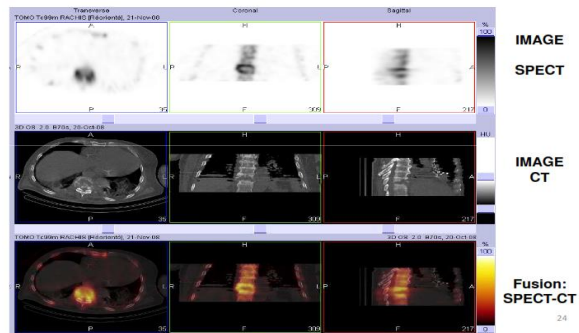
Images de SPECT- CT (DECLERCK PH., 2010)
